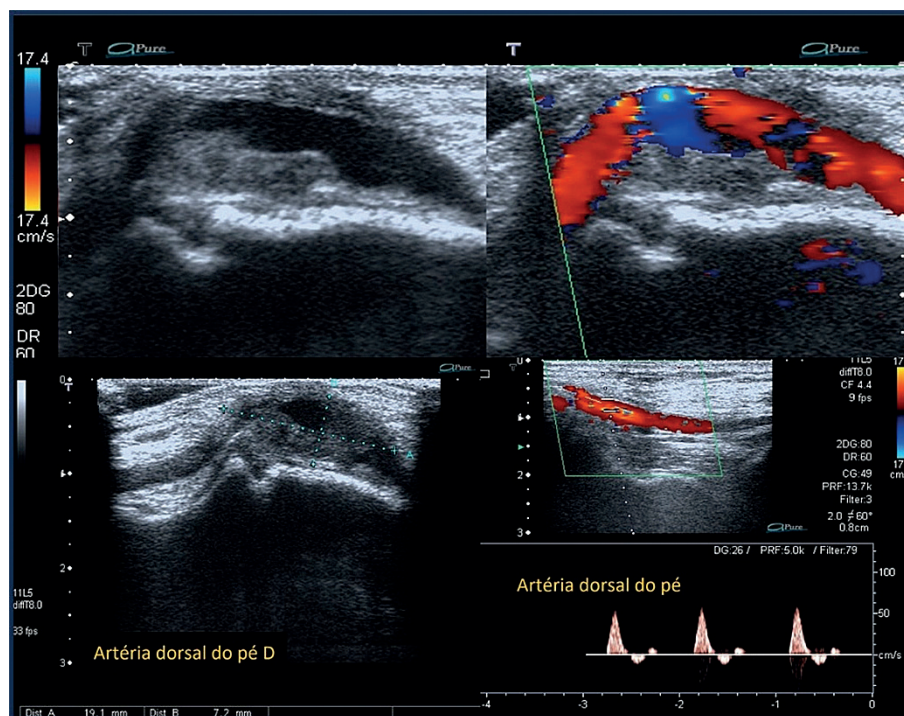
Aneurisma da artéria dorsal do pé. A e B: imagem ultrassonográfica ao bidimensional e ao Doppler colorido demonstram perviedade arterial e presença de trombos; C: medidas do aneurisma; D: fluxo multifásico antes da dilatação ao Doppler espectral.
